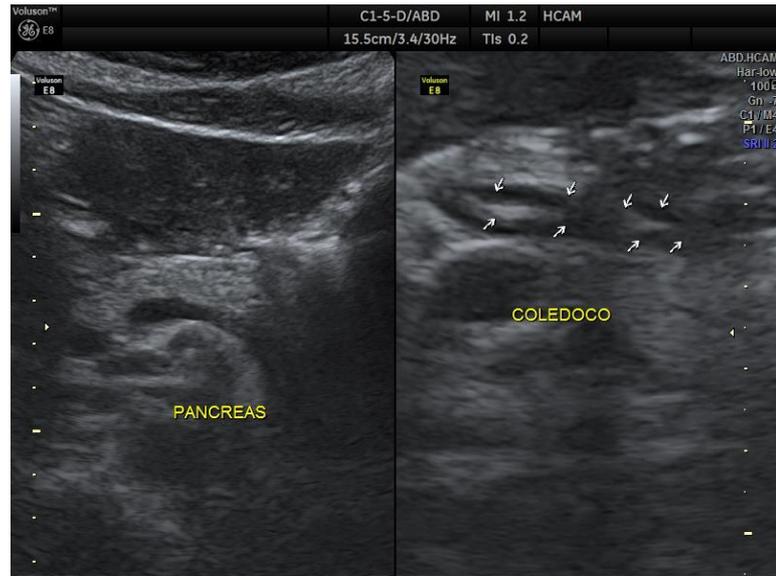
Ecografía Páncreas normal Parásito en vía biliar
